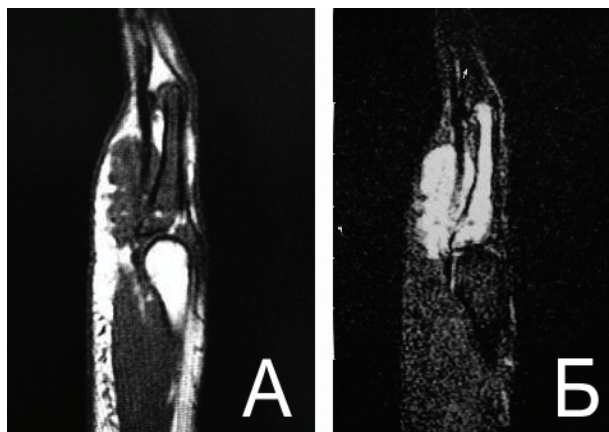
МРТ-картина теносиновиальной гигантоклеточной опухоли сухожильного влагалища: а – в режиме T_1 -взвешенных изображений; б – в режиме T_2 -взвешенных изображений
